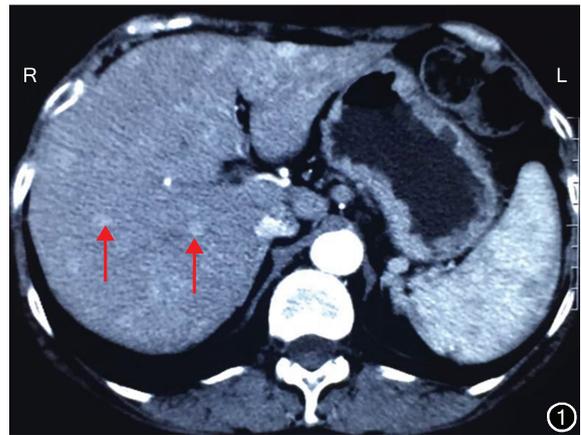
患者女,49岁,于2011年2月15日行腹部CT检查示肝脏多发占位性病变(↑)
